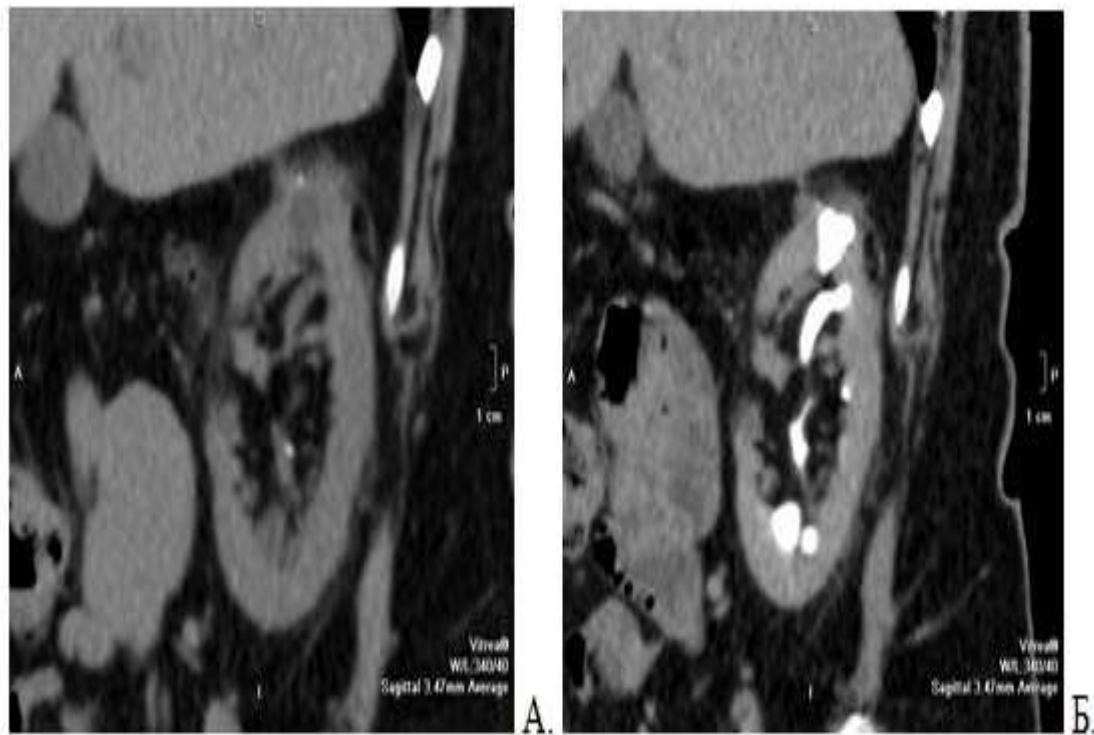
Хвора Д. 71 рік. На КТ в нативну фазу в верхньому сегменті правої нирки візуалізується кіста (А), але в екскреторній фазі (Б) доведено, що це розширена верхня чашечка.
